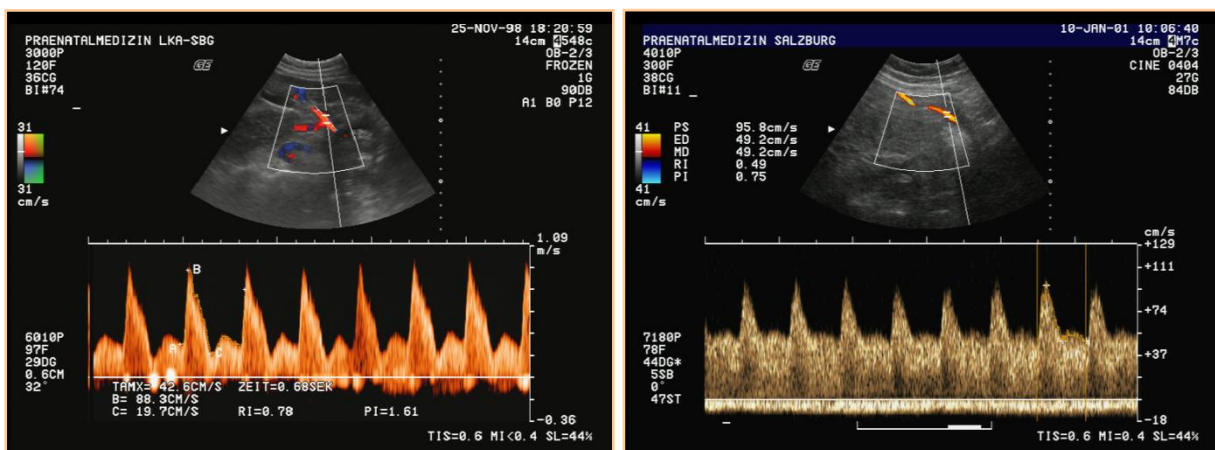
pathologisches Dopplersonogramm der A.uterina im 1. und 2. Trimenon mit Notching
